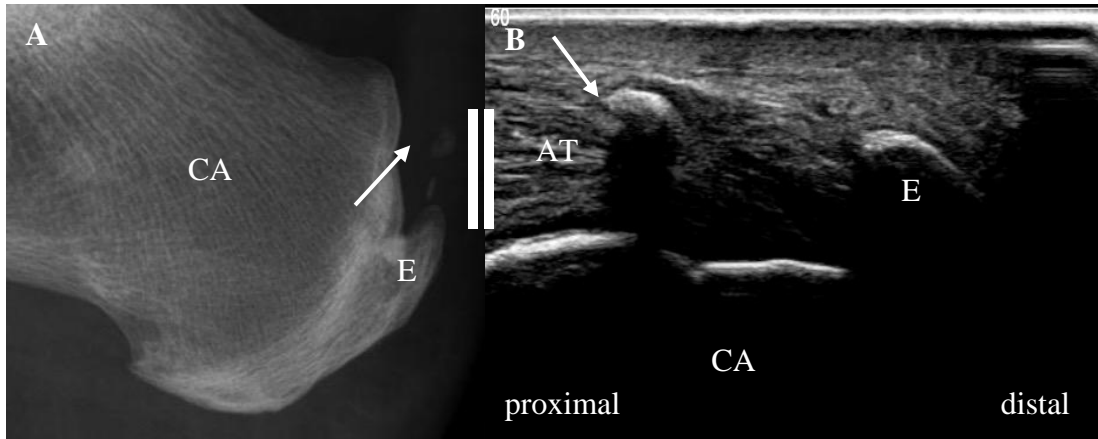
Darstellung des dorsalen Os Calcaneus und der angrenzenden Strukturen in der Röntgen- und Ultraschalldiagnostik.
